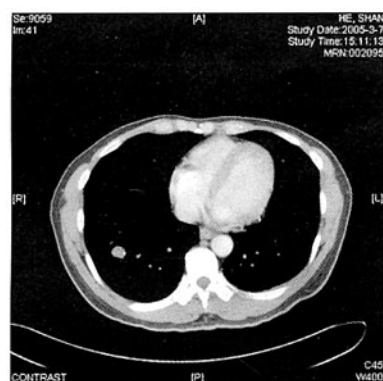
胸部 CT 示右下肺见一孤立病灶,大小约 1.5 cm × 1.5 cm
